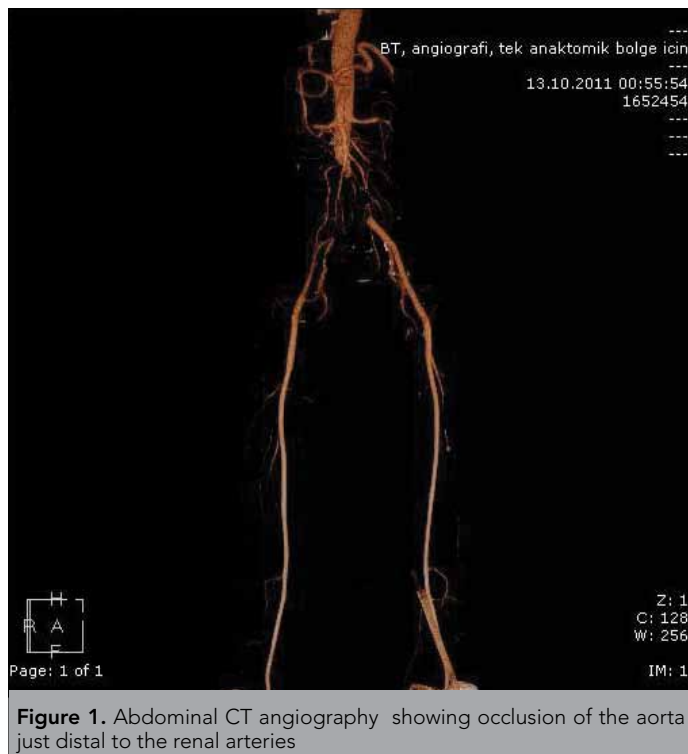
Abdominal CT angiography showing occlusion of the aorta just distal to the renal arteries
